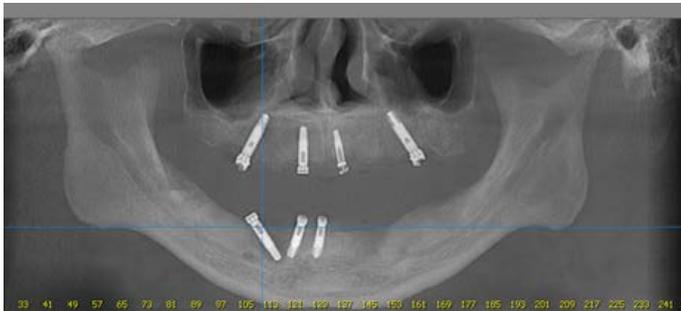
C Ortopantomografía obtenida de tomografía OnDemand FD
